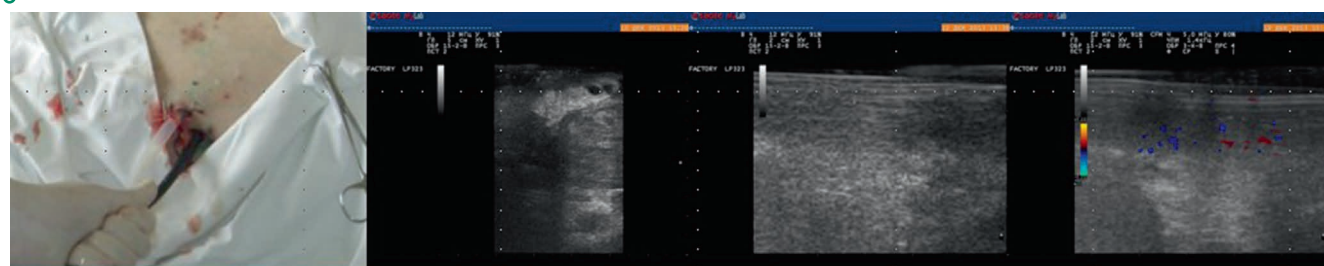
Интракavitальная ультразвуковая томография гнойной полости в поджелудочной железе. Фото авторов
